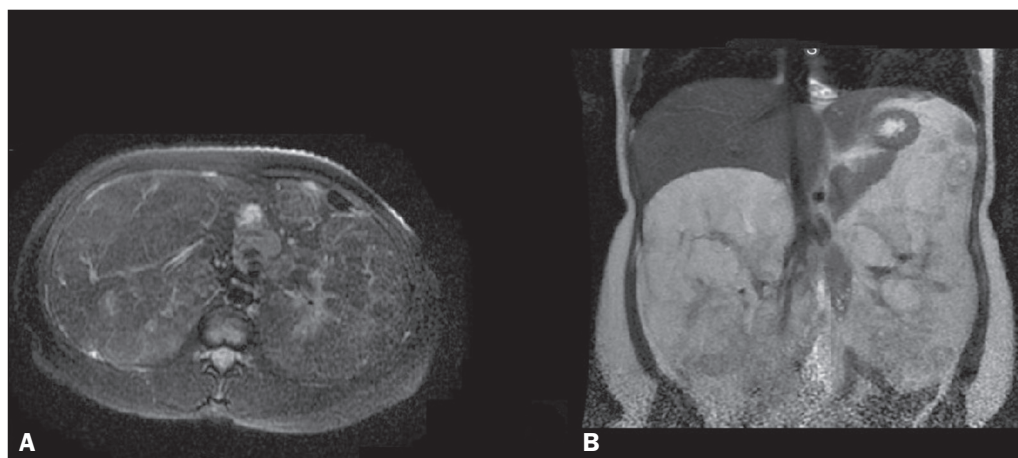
RM de abdome mostrando volumosas formações expansivas heterogêneas renais bilaterais com perda de sinal apreciável na sequência ponderada em T2 fat-sat, secção axial (A), caracterizando conteúdo lipomatoso, quando comparada com a aquisição coronal em T2 (B).
